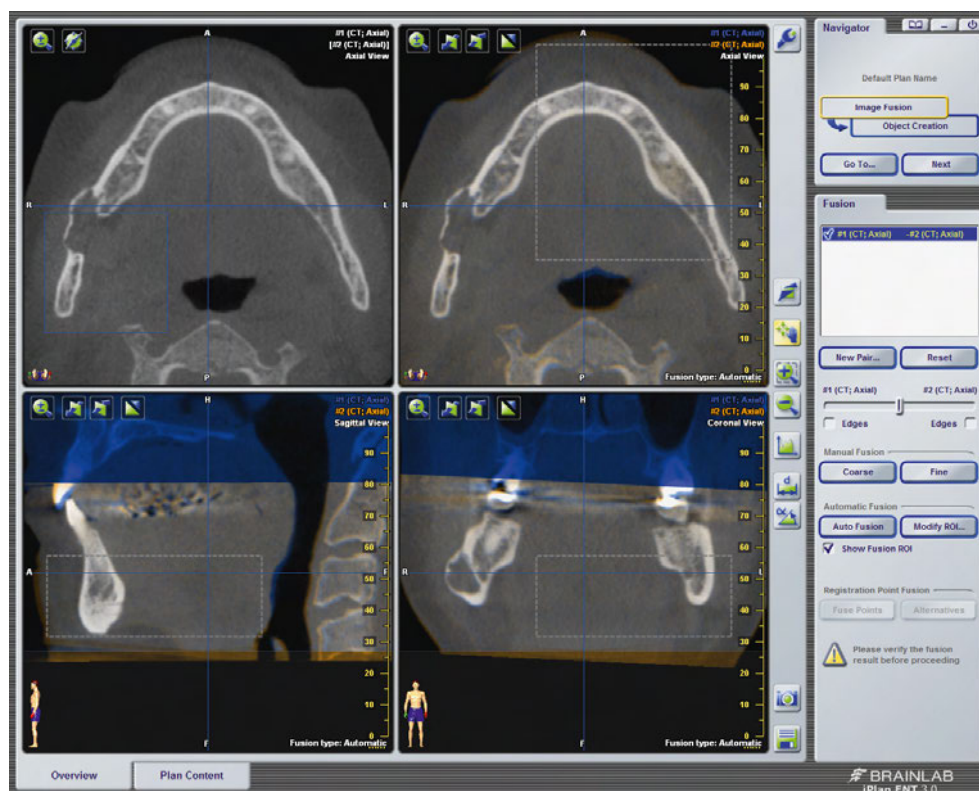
Eine Überlagerung der DVT von Erstuntersuchung («CT1» = blau) und Jahresrecall («CT2» = orange) zeigt keinerlei Veränderung des Befundes (blau durchgezogener Kasten = Einblendung von «CT2» in «CT1»; grau schraffierter Kasten = Referenzbereich für die Fusion der Datensätze)
